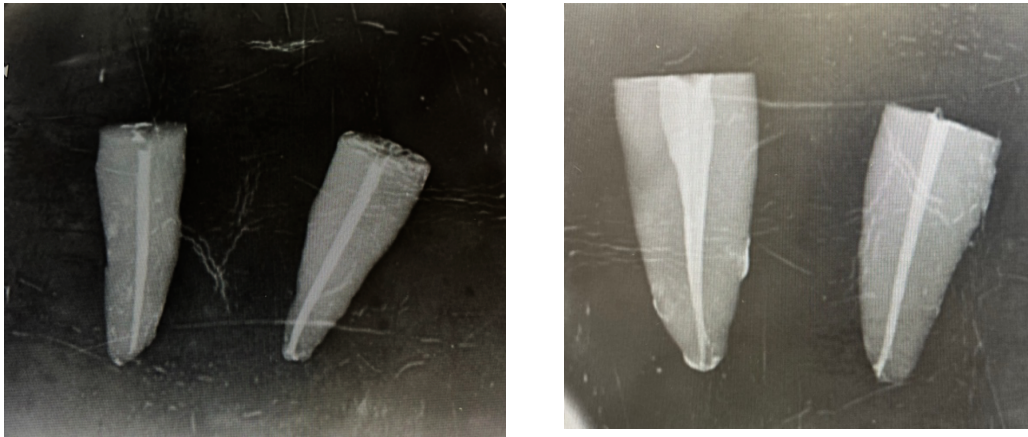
Radiografías post-obturación
